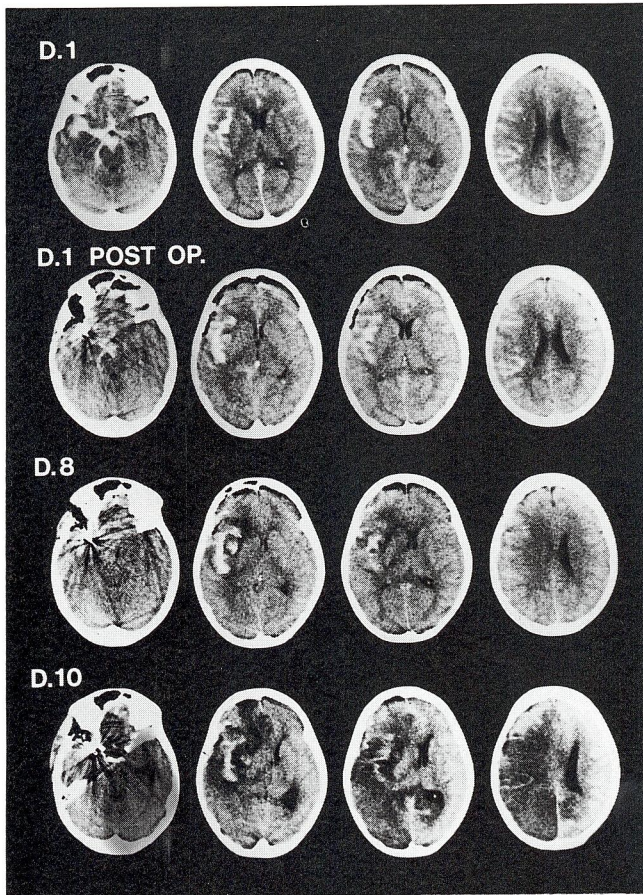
A Case 11 : Serial CT scans.
